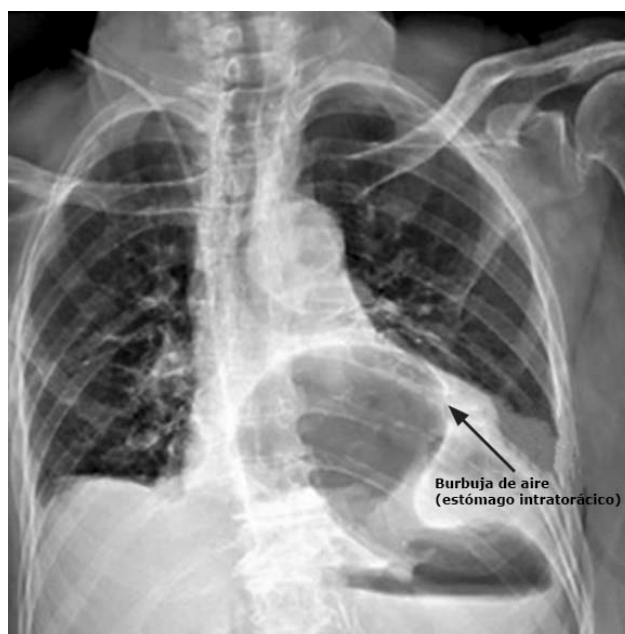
Radiografía simple de tórax (posteroanterior).
